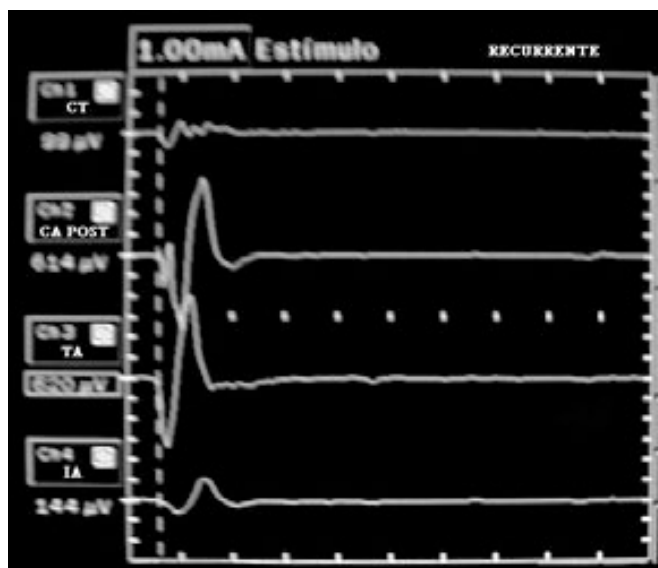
Estimulación del nervio recurrente con intensidad de 1.0 mA. Abreviaturas: CT músculo cricotiroideo; CA músculo cricoaritenideo posterior; TA músculo tiroaritenideo; IA músculo interaritenideo
